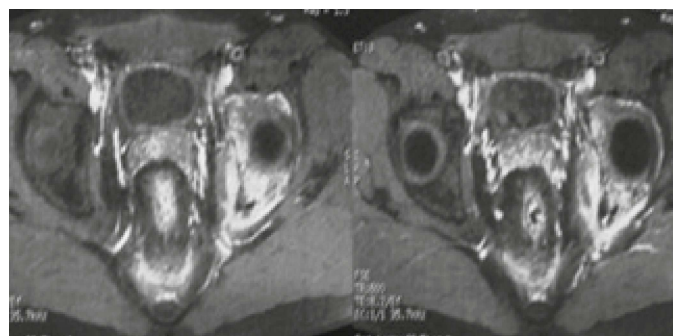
Ressonância Magnética mostrando lesão esclerótica e áreas de edema com espessamento da cortical óssea associado a fratura patológica do acetábulo.
